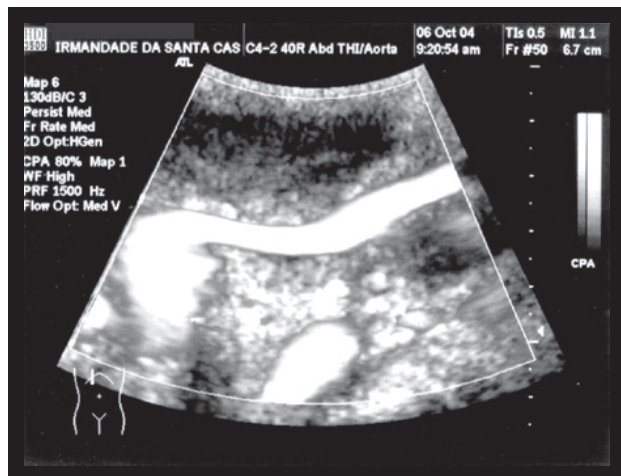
Ultra-sonografia abdominal do paciente, 20 meses após a cirurgia, demonstrando a permeabilidade do *shunt*
